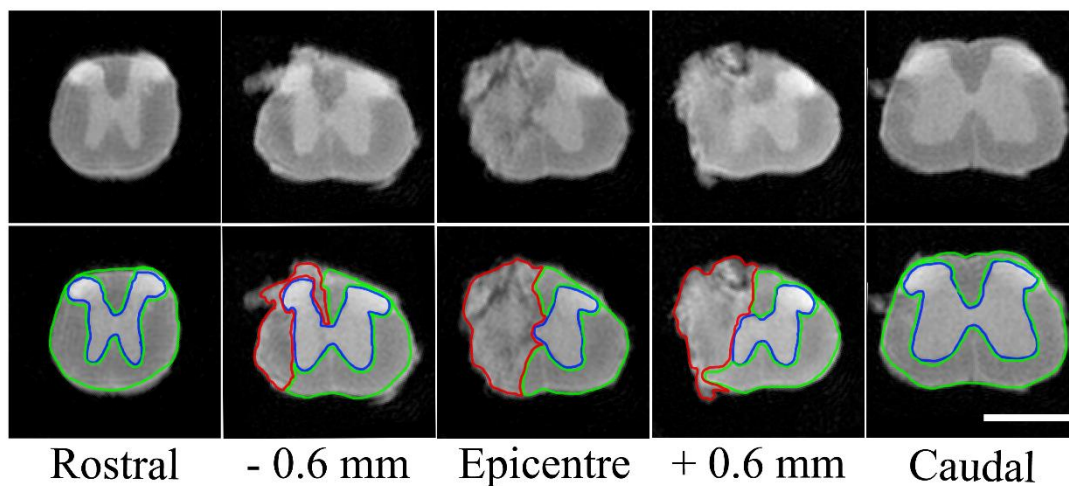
IRM *ex vivo* pondérée en T2. 60 coupes transversales de 0.6 mm d'épaisseur permettent d'effectuer l'analyse sur l'axe rostro-caudal de la moelle épinière et de quantifier le pourcentage lésionnel, le volume lésionnel et l'extension de la lésion. Echelle : 1.5mm.
